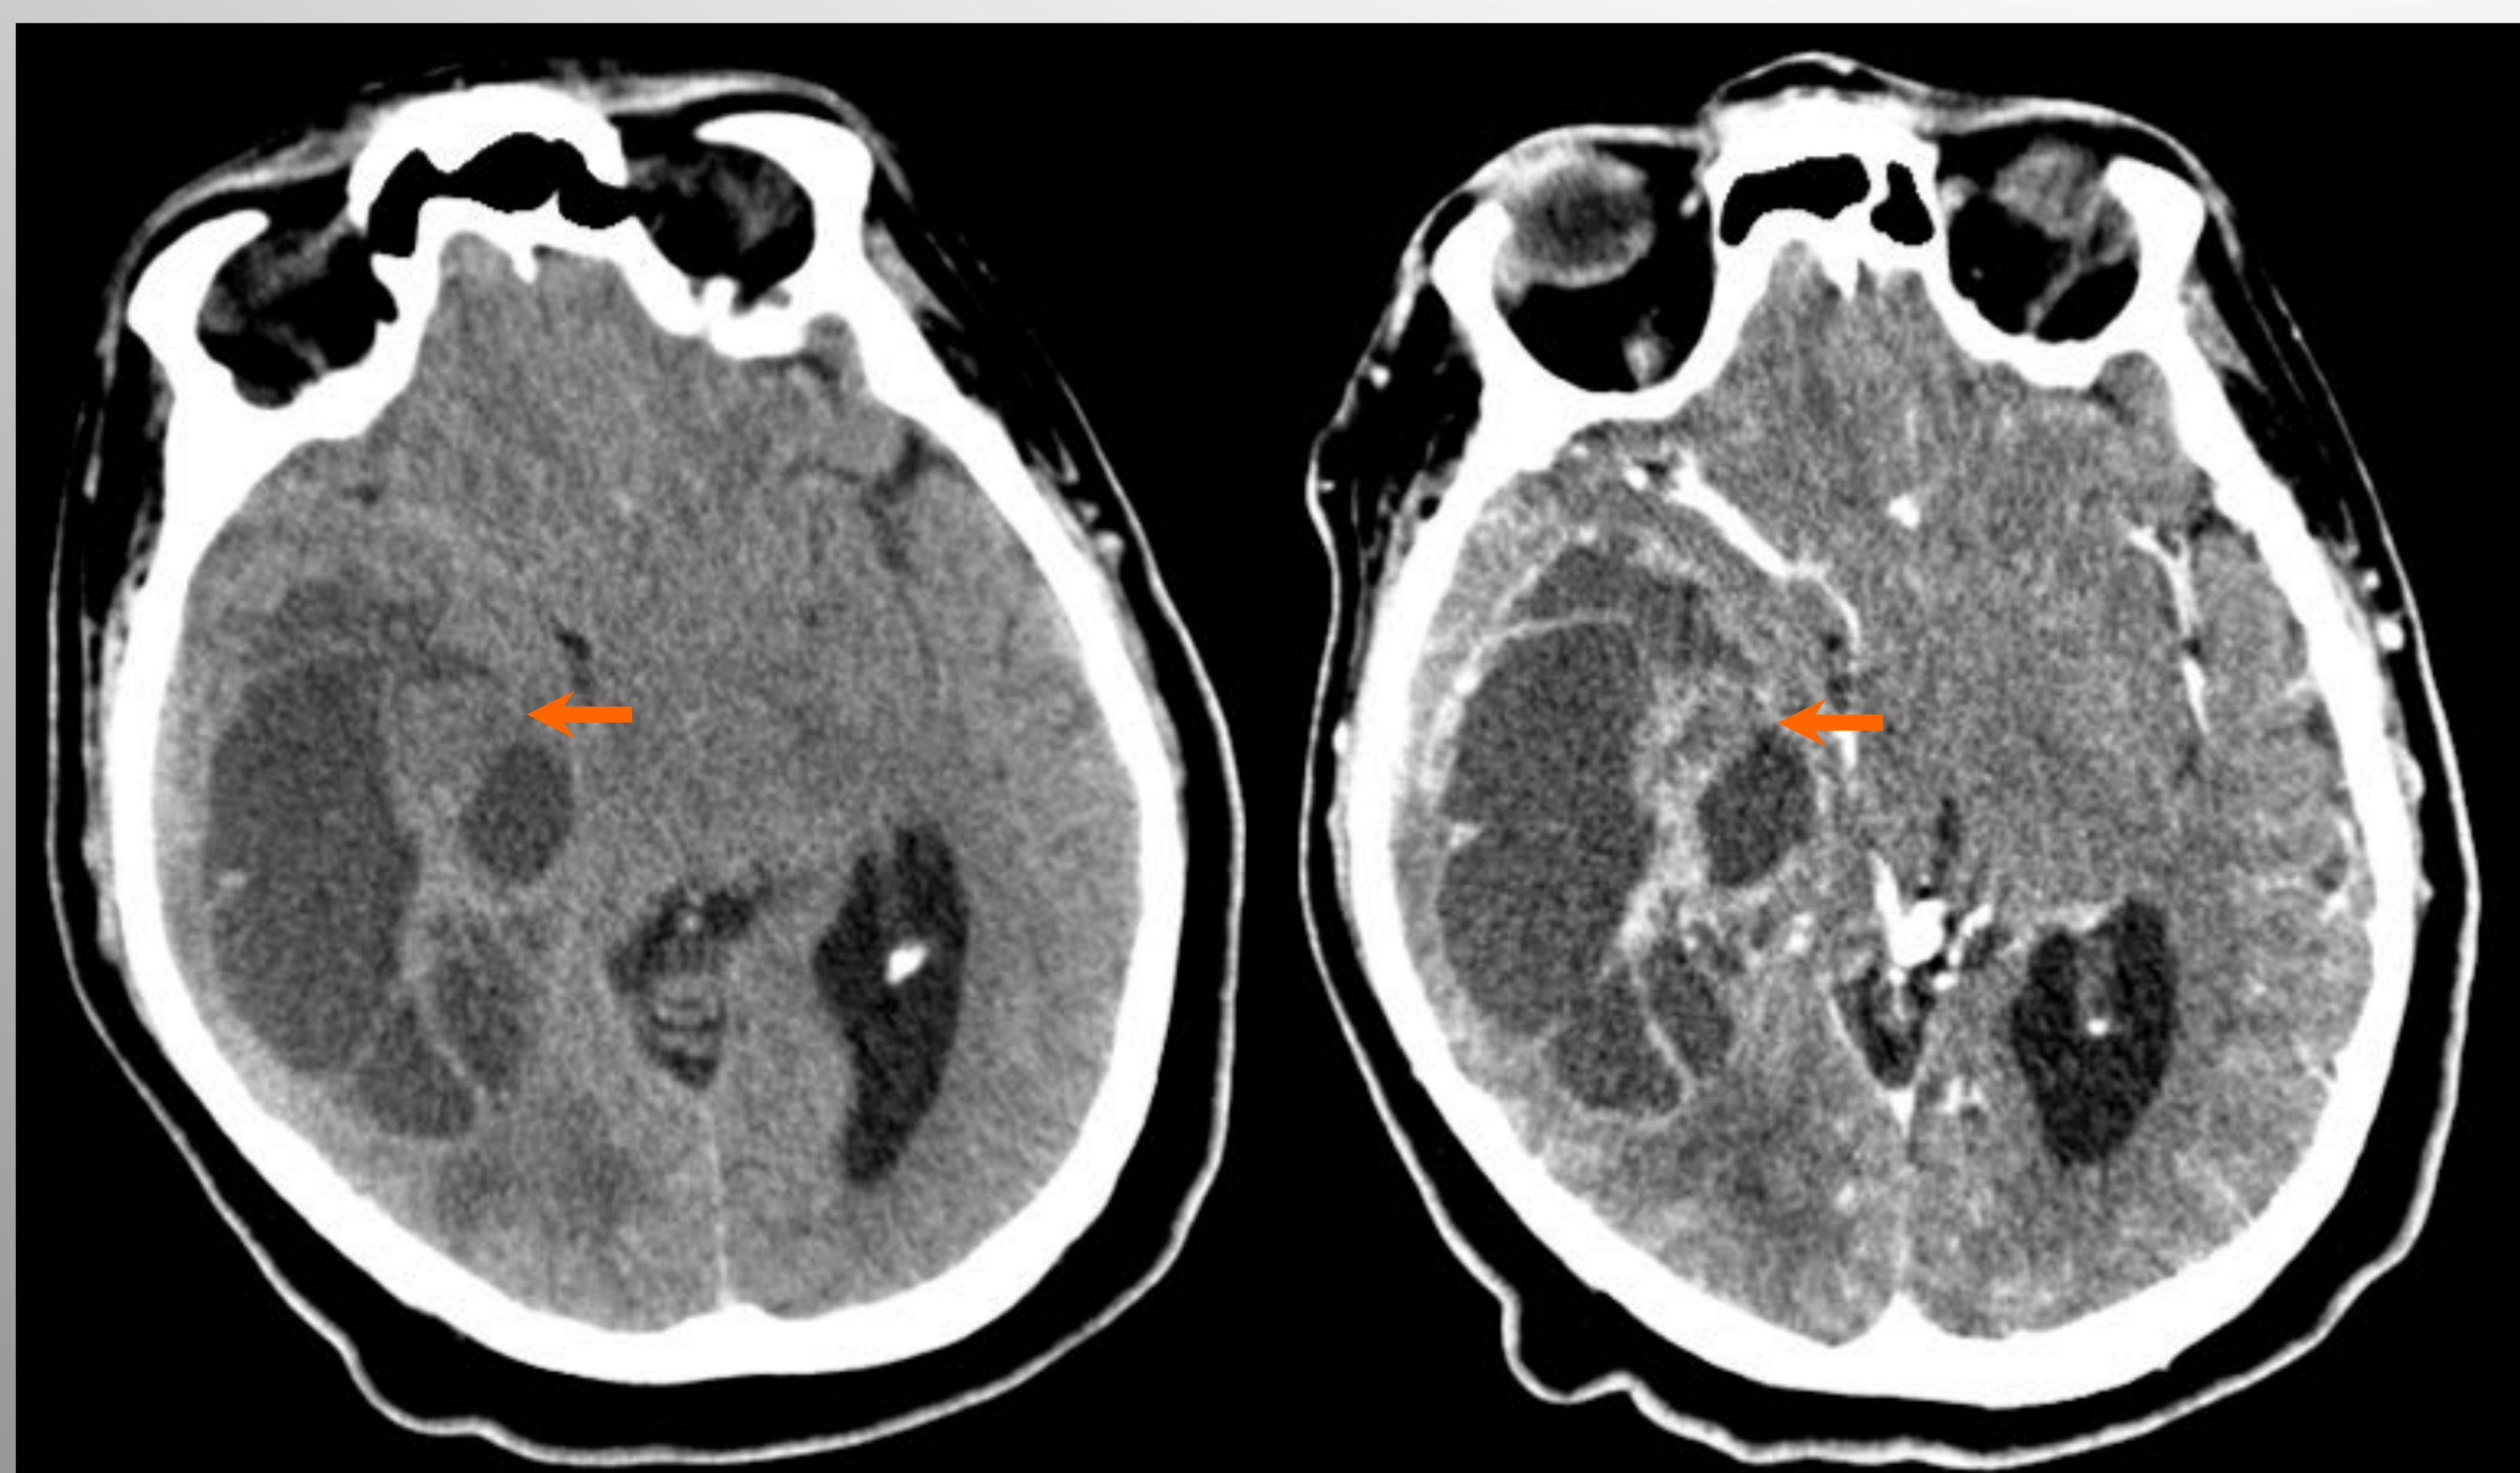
Imágenes axiales de TC de un ependimoma anaplásico supratentorial.
